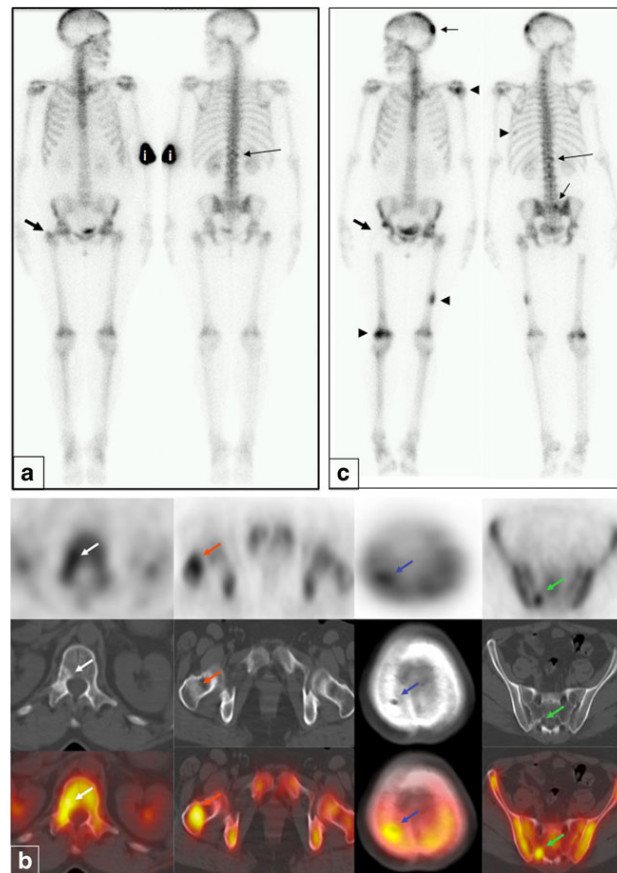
Female patient with right breast cancer treated by right modified radical mastectomy and adjuvant chemotherapy (patient 21, Table 1). a ^{99m}Tc -MDP BS images show mild focal uptake in the right lateral edge of the L1 vertebra, which was considered an equivocal lesion (*long arrow*). Mild uptake in the right trochanter (*short arrow*) was initially considered degenerative disease (*i* injection site). b ^{18}F -Fluoride PET/CT images obtained 15 days later also show increased tracer uptake in L1 (*white arrows*) that corresponded to a predominantly lytic lesion in the right pedicle of L1, considered a metastatic lesion. Additional focal areas of increased ^{18}F -fluoride uptake are also clearly demonstrated in a blastic lesion in the right trochanter (*red arrows*), a lytic lesion in the right
